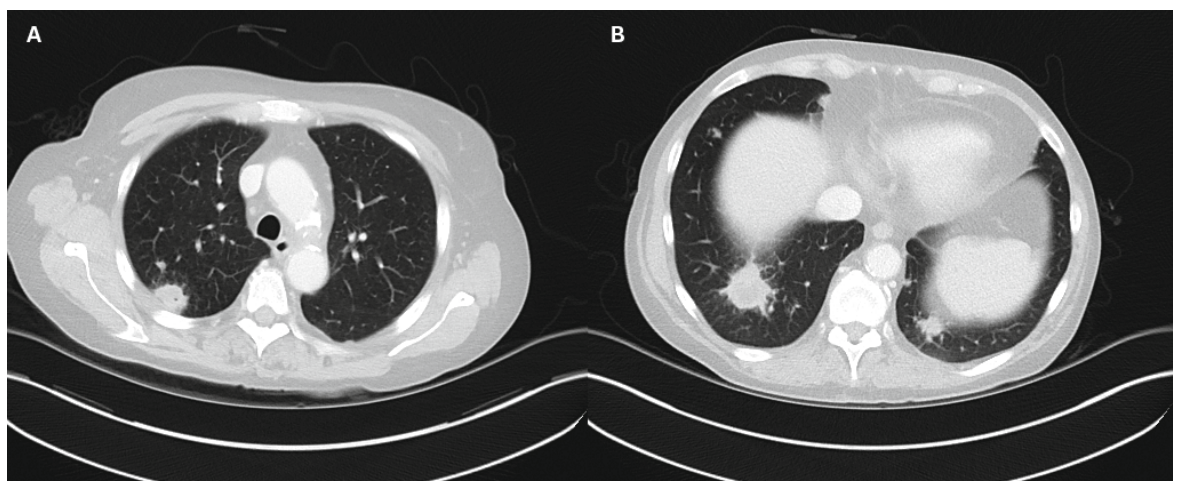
Computertomographie des Thorax vor Diagnosestellung der Aspergillose (Fall 1).
